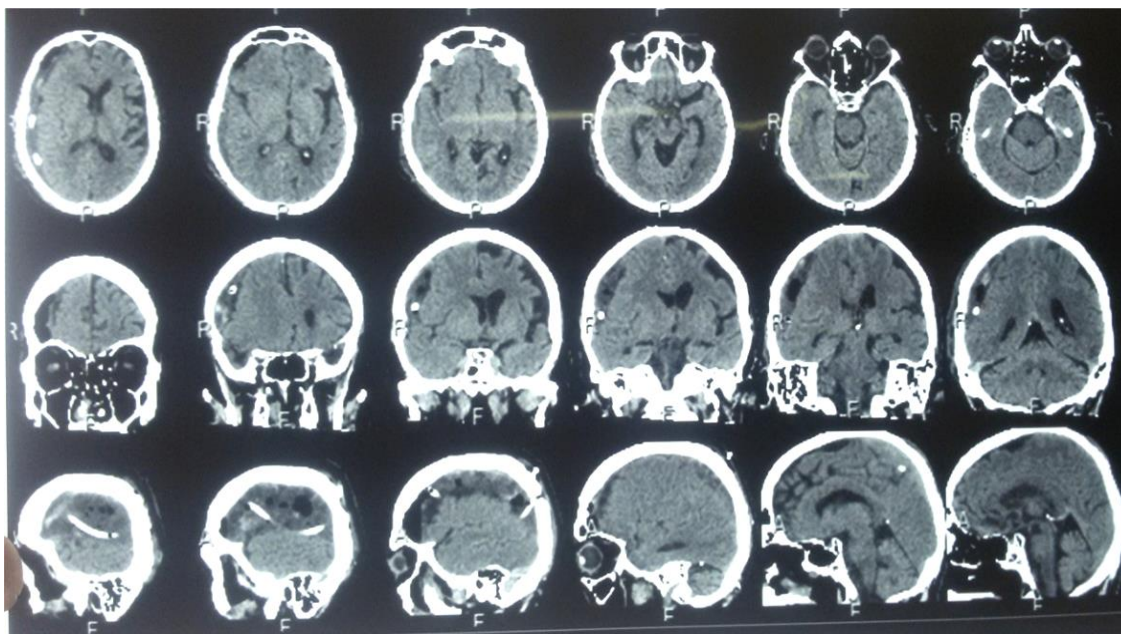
МСКТ изображение больного М., 77 лет. после операции. В ложе операции визуализируется дренажная трубка с точкой выхода в затылочной области.
